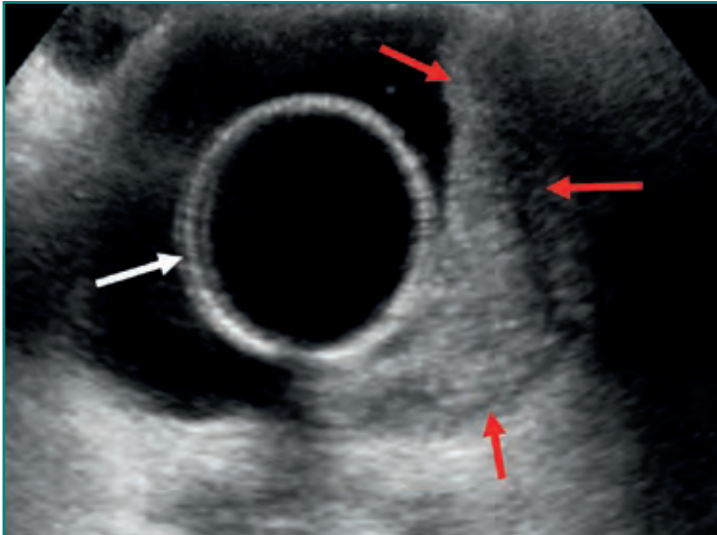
Ecografía vesical donde se aprecia una masa sólida que se origina de la pared lateral izquierda y posterior (flechas rojas) compatible con una neoplasia vesical. Globo de la sonda vesical (flecha blanca).
